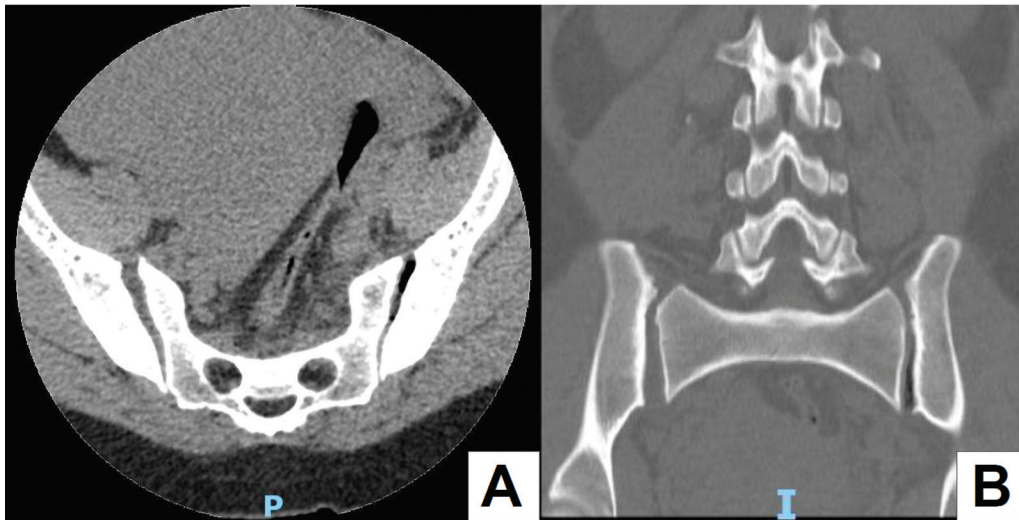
Tomografia computadorizada que evidencia acometimento da articulação sacroilíaca direita, com espaço articular de 9,7 mm em comparação a 6,2 mm do lado oposto. (A) Corte axial. (B) Corte coronal.
